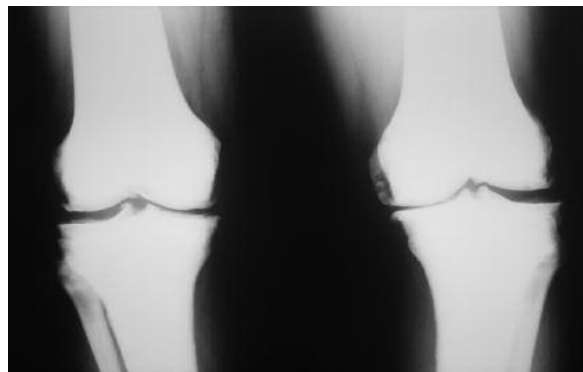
Quadro radiografico di gonartrosi.
